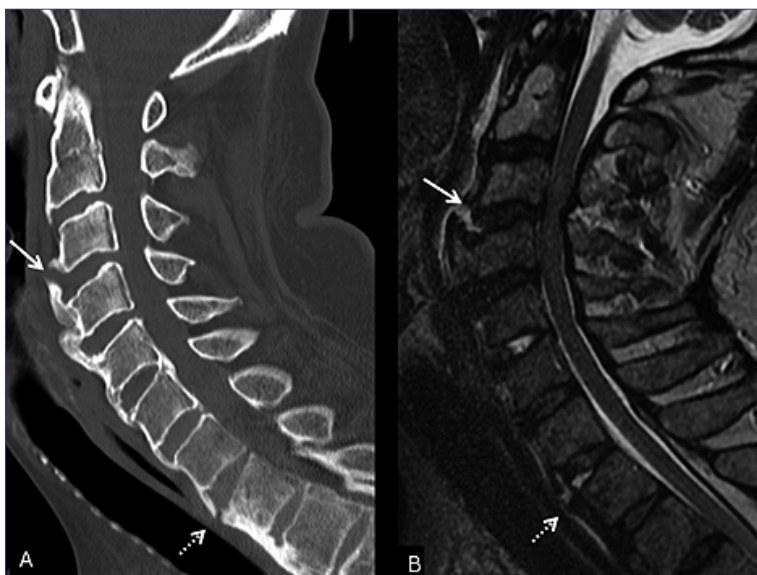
Paciente masculino de 68 años consulta en el servicio de urgencia por trauma cráneo - cervical. A) Imagen sagital de la TC de columna cervical muestra extensa osificación del ligamento longitudinal anterior con las características de un DISH. Se reconoce discontinuidad del entesofito C3-C4 (flecha continua) y, de forma menos evidente, en C7-D1 (flecha discontinua); B) RM de columna cervical en secuencia T2 STIR confirma la fractura aguda de ambos entesofitos, lo que se acompaña de compromiso discal anterior.
